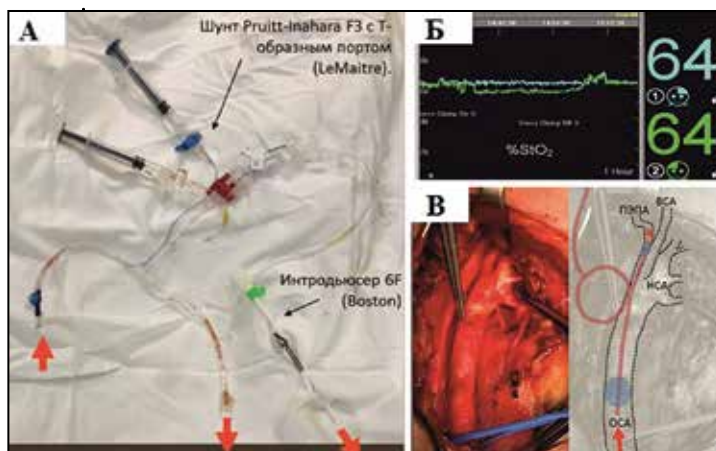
Модифицированный шунт Pruitt-Inahara F3 с Т-образным портом (LeMaitre), дополненный интродьюсером 6F (Boston) для перфузии ПЭПА и ВСА одновременно (А). По данным церебральной оксиметрии при перерезании сонной артерии отмечалось незначительное снижение StO₂ (Б). Проведено шунтирование только ПЭПА (В)
